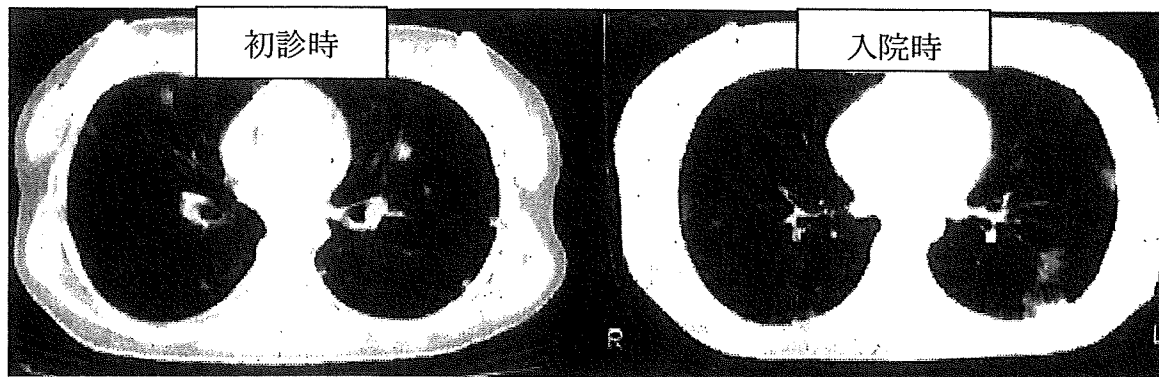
呼吸器症状を呈したトキソカラ症患者(26才女性)の胸部MRI
